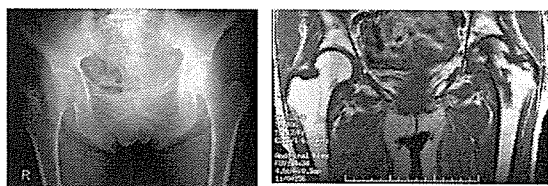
症例 4 単純X線像及び MRI T1 強調像
